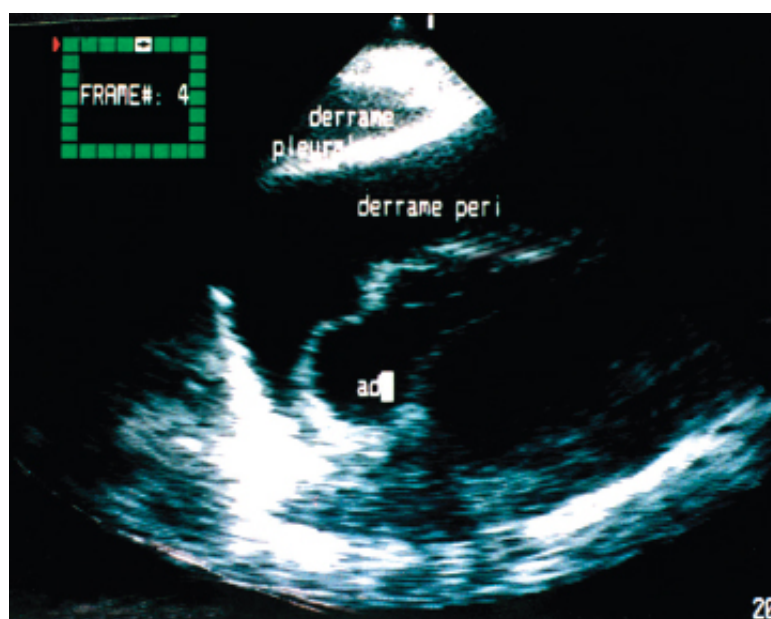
Ecocardiograma mostrando derrame pleural e pericárdico.
